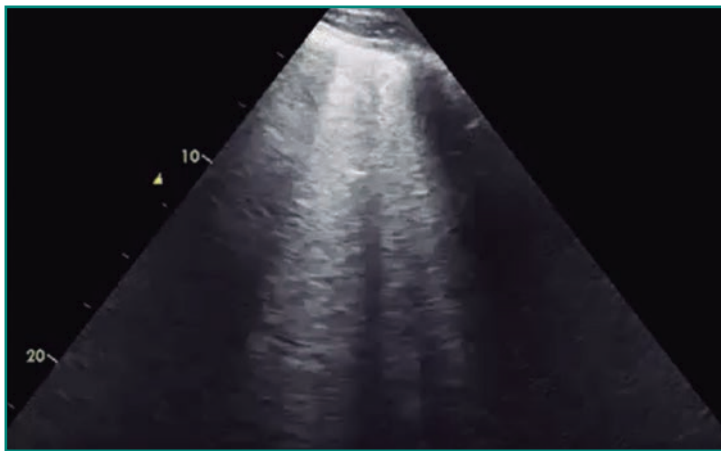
Ecografía pulmonar en la que se aprecian líneas B en “colas de cometa”.
